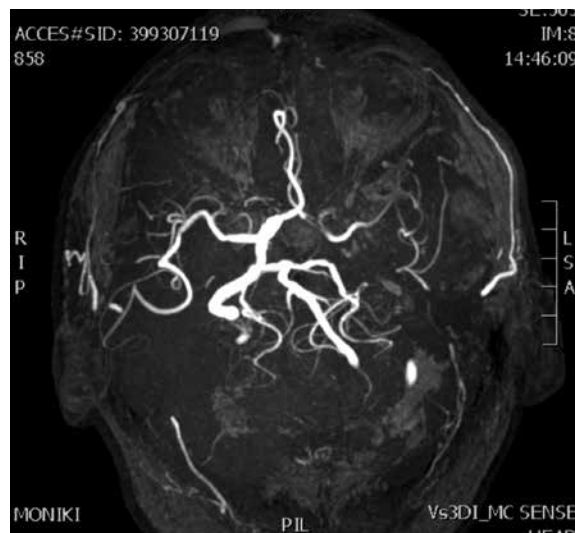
МРТ-исследование сосудов головного мозга
